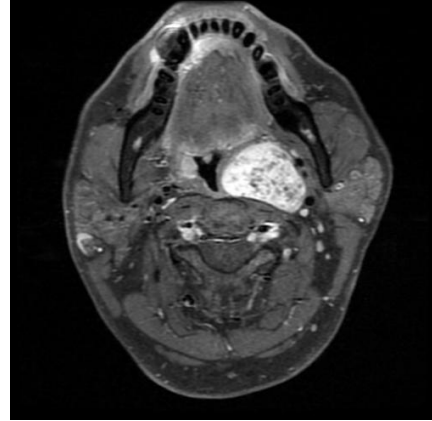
X+2年1月MRI (造影T1強調画像)
